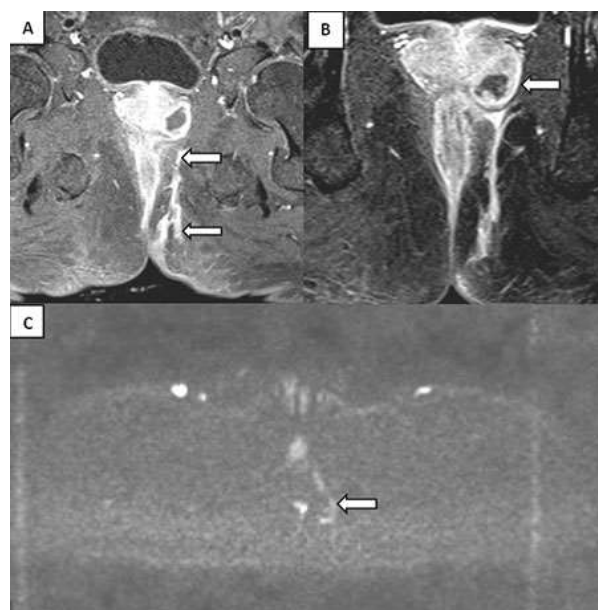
Resonancia magnética de pelvis. Corte axial en secuencias T1 con saturación de grasa y con contraste que muestran una fístula transesfinteriana izquierda (flecha blanca) y trayectos fistulosos secundarios hacia la región glútea ipsilateral (flecha azul) (A), en corte coronal se observa un absceso prostático con realce periférico (flecha blanca) (B) y una señal hiperintensa en DWI a lo largo del trayecto fistuloso, compatible con actividad inflamatoria (flecha blanca) (C).
